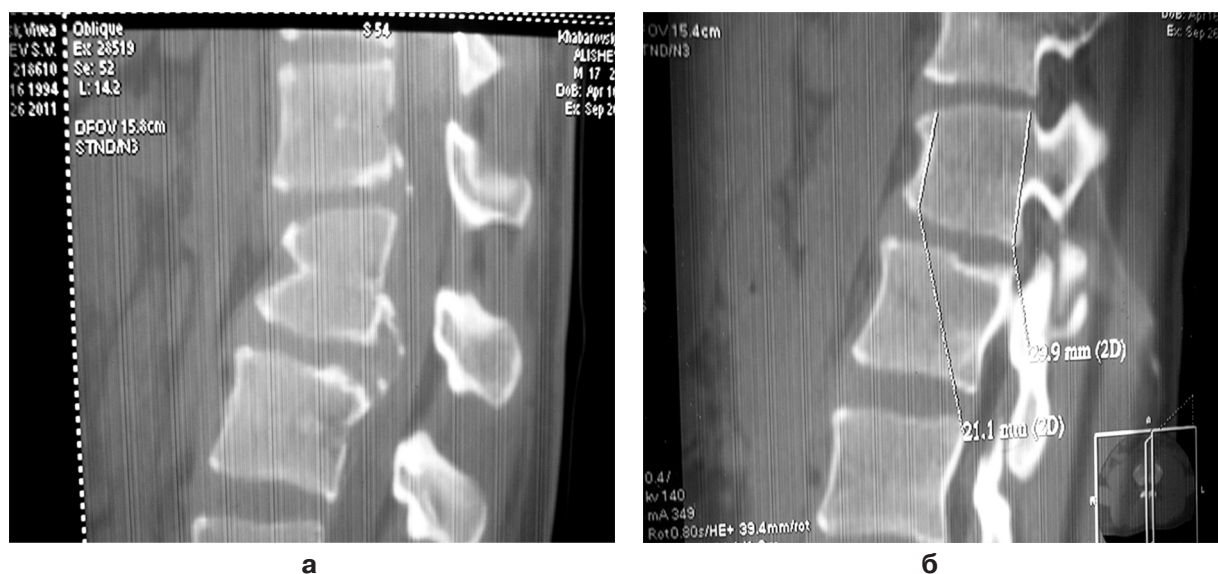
СКТ больного Сергея А., 17 лет: а) клиновидная деформация тела L₁ позвонка; б) грыжи межпозвонковых дисков L₁-II, L_{II}-III, сужение спинномозгового канала на уровне грыж, обызвествление задней продольной связки.
